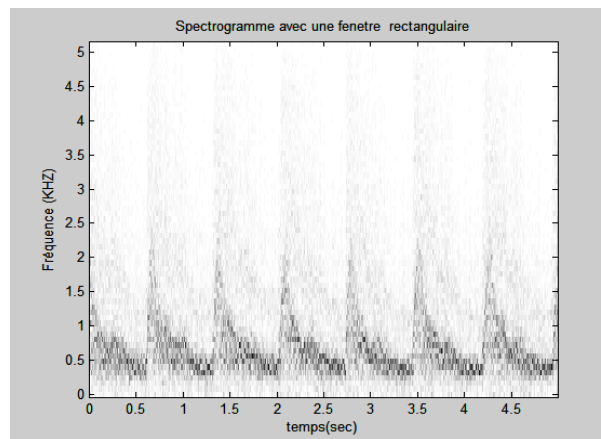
a. Représentation temps-fréquence du signal Doppler de l'artère carotide
